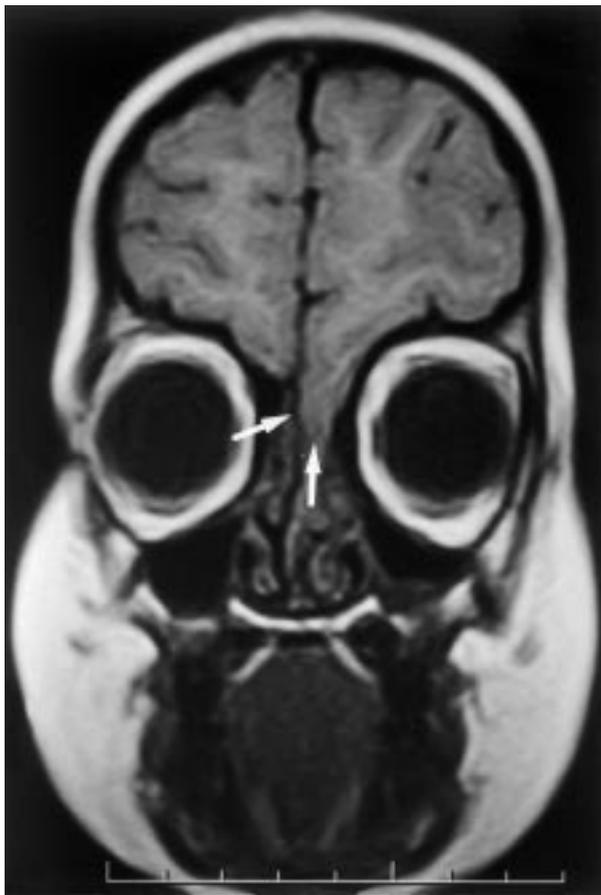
RM practicada a la niña que muestra la salida del tejido cerebral (encefalocele) por el etmoides (flechas).
